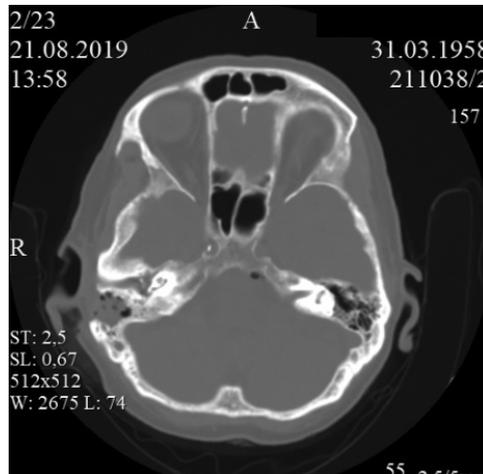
Компьютерная томография пациентки Г. (20-е сутки в стационаре). Состояние после антростаимидотомии справа. Снижена пневматизация полости среднего уха справа. Послеоперационная полость выполнена неоднородным содержимым
